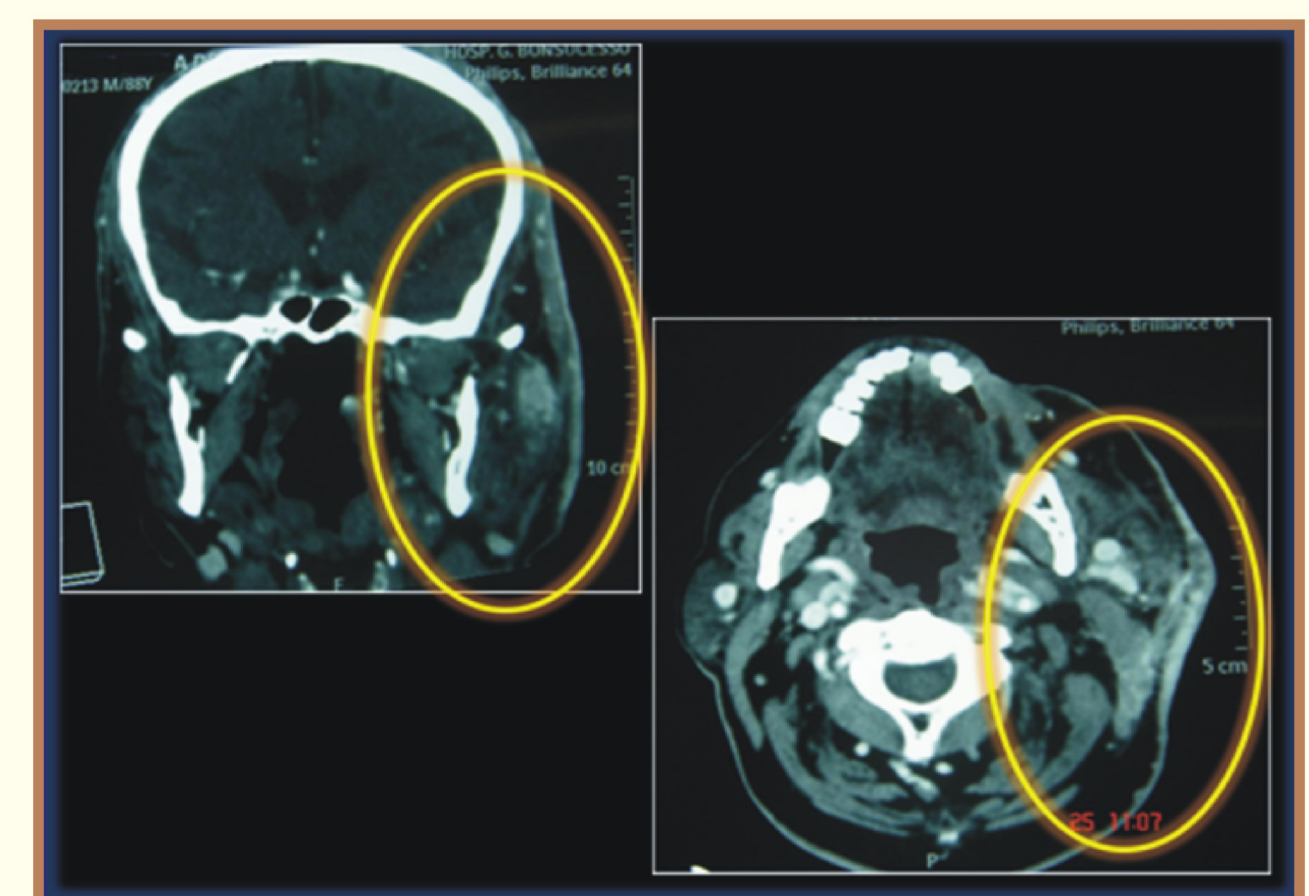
Tomografia de crânio e face demonstrando aumento de partes moles à esquerda
